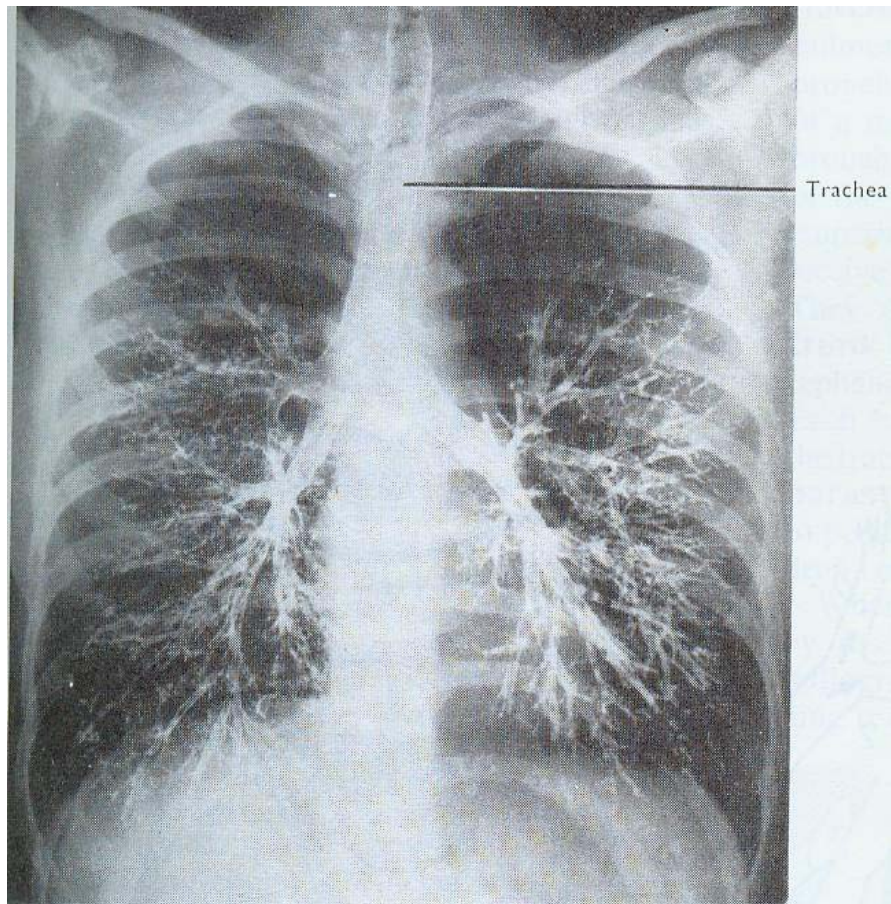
An anteroposterior radiograph (bronchogram). The trachea and bronchi are outlined by the introduction of X-ray-opaque material. Cf. FIG. 42.
